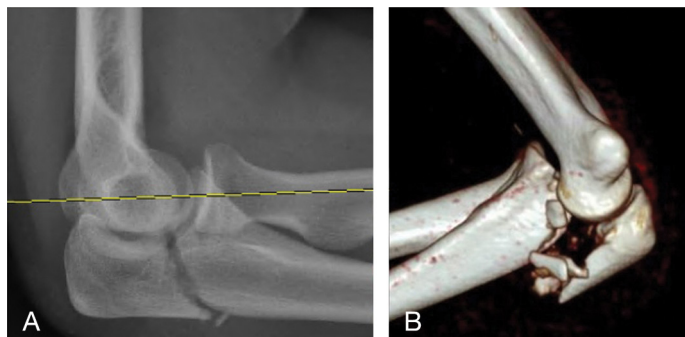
Radiographie de profil d'une fracture de l'olécrane (A) et reconstruction 3D d'une fracture luxation transolécraniennne (B).
